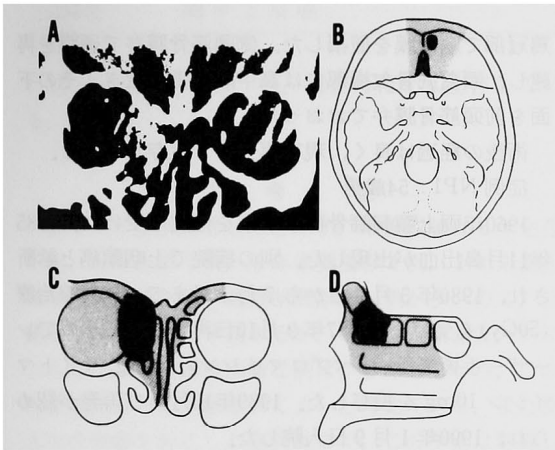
症例E2のCT像(A), 病巣(黒ぬり)と切除(灰色)の範囲.
